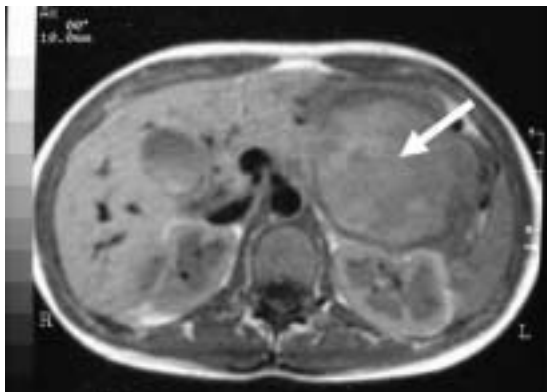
Imagen axial de RM en la que se aprecia la tumoración dependiente de cola de páncreas (flecha blanca).
